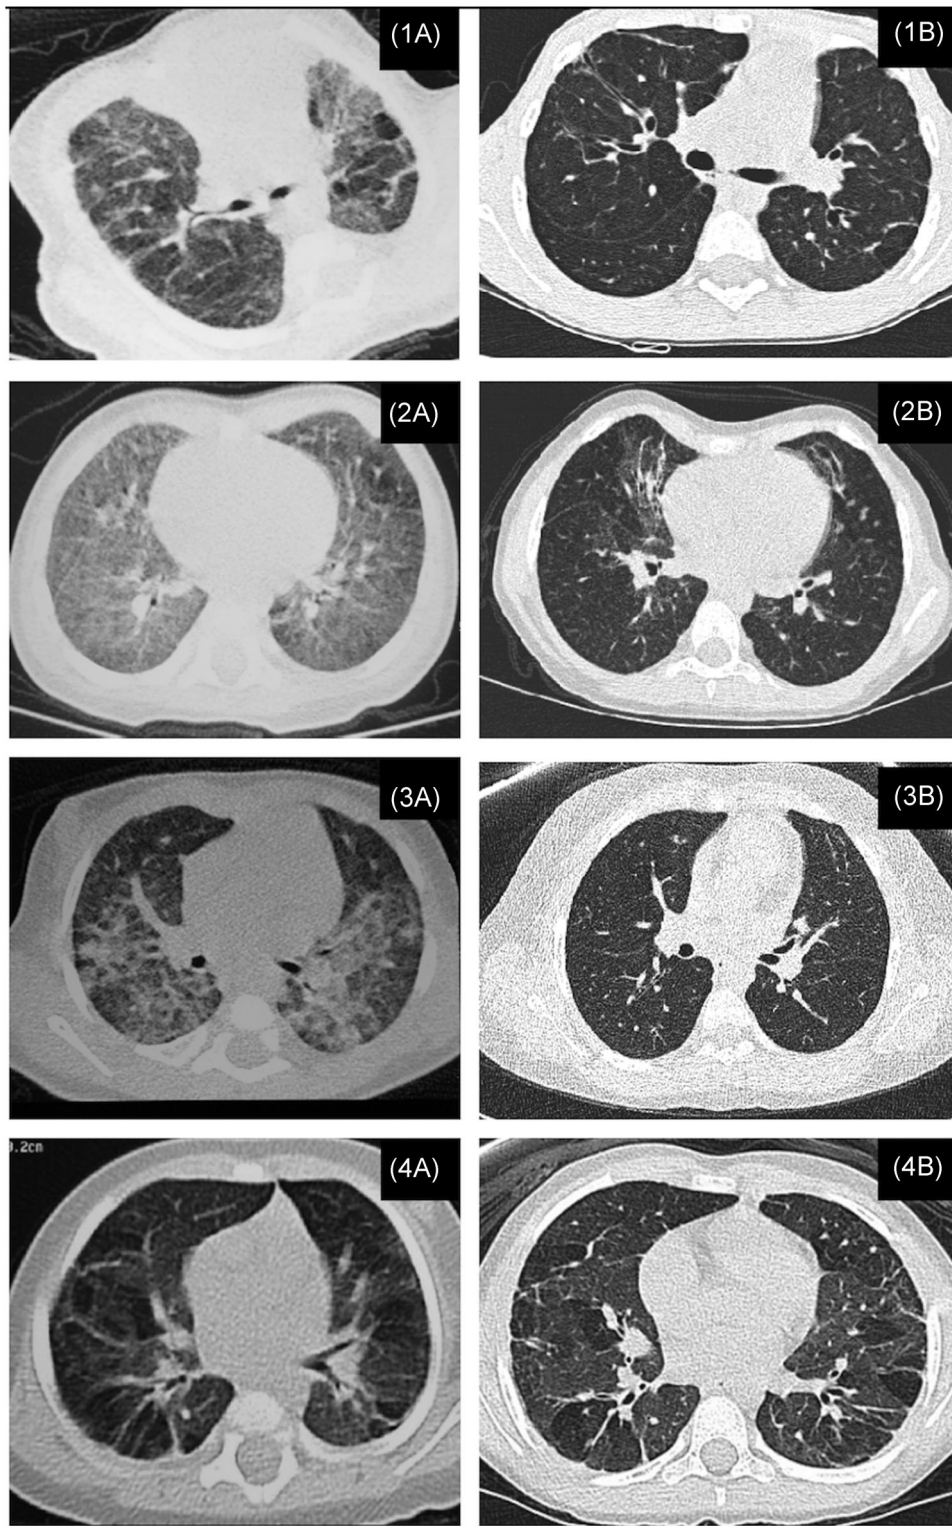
High-resolution computed tomography (CT) findings at initial diagnosis (A) and follow-up (B). (1A) Case 2 (4 months old): ground glass attenuation, septal thickening and prominent parenchymal bands, peripheral triangular opacities. (1B) Case 2 (8 years old): parenchymal bands and septal thickening, architectural distortion, peripheral triangular opacities, and air trapping. (2A) Case 3 (5 months old): prominent diffuse ground-glass attenuation, mild parenchymal bands, and septal thickening. (2B) Case 3 (6 years old): patchy ground-glass attenuation, septal thickening, air trapping, and architectural distortion. (3A) Case 4 (2.5 months old): prominent septal thickening and patchy ground-glass attenuation. (3B) Case 4 (8 years old): mild parenchymal bands and patchy air trapping. (4A) Case 8 (5 months old): patchy ground-glass attenuation, septal thickening, patchy air trapping, and architectural distortion. (4B) Case 8 (6 years old): prominent parenchymal bands, air trapping, architectural distortion, and peripheral triangular opacities
